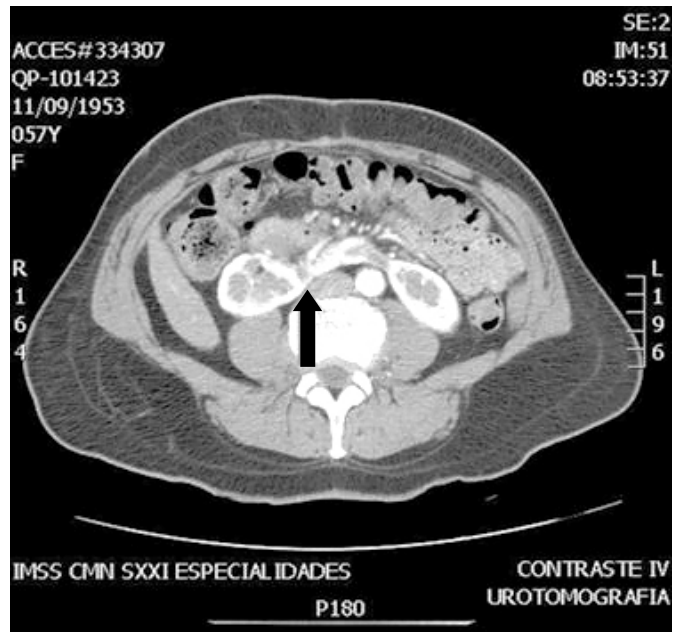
Tomografía en la que se observa riñón en herradura con presencia de gas a nivel del istmo en contacto con asa de intestino.
